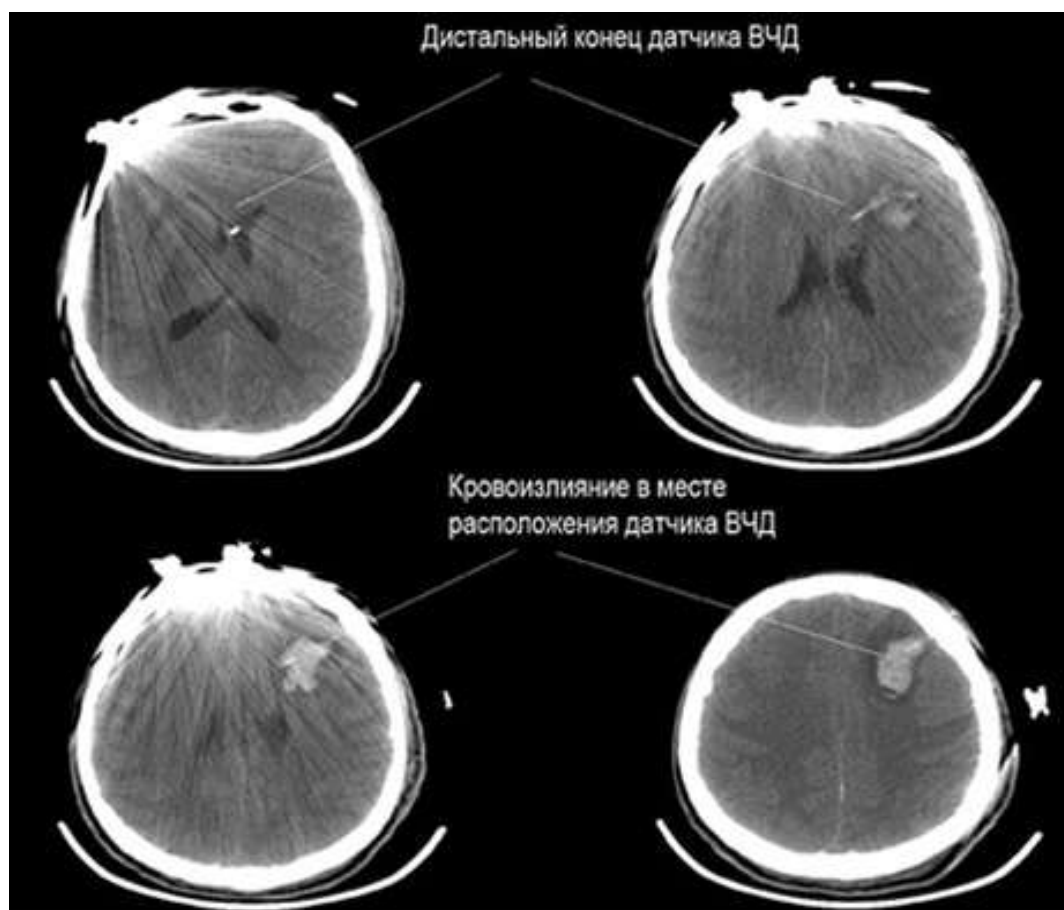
Аксиальные снимки КТ пациента Ф. 23 года. Геморрагическое осложнение в виде кровоизлияния в проекции расположения датчика ВЧД. Глубина расположения датчика превышает 2,5 см. Оперативное вмешательство не проводилось, была проведена корректировка глубины имплантации путем его подтягивания.
